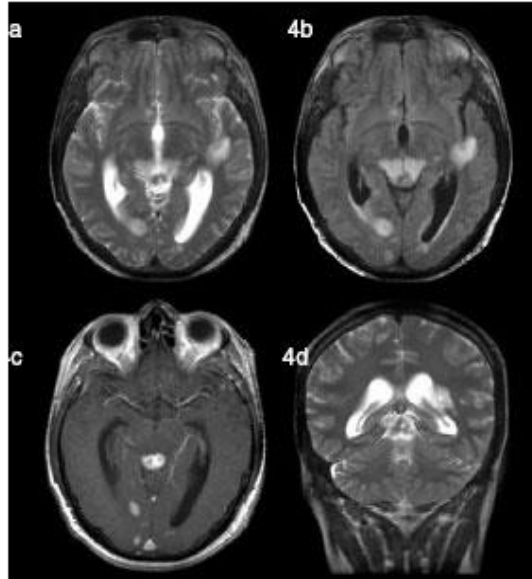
Secuencias T2 spin-eco (a), T2 FLAIR (b), T1 gadolinio (c) y T2 spin-eco coronal (d). Presencia de lesiones hipointensas en secuencias T2 bordeadas por edema vasogénico y realce homogéneo, que plantean diagnóstico diferencial entre toxoplasmosis y linfoma. La biopsia confirmó el diagnóstico de linfoma.
